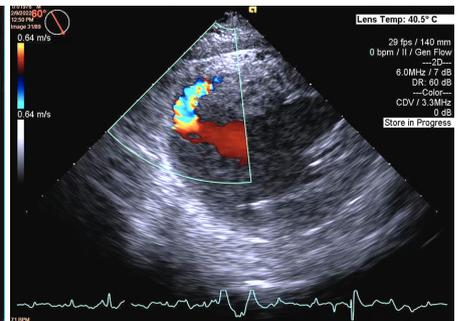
术中经食管超声心动图示室间隔心尖部可探及穿孔血流信号
